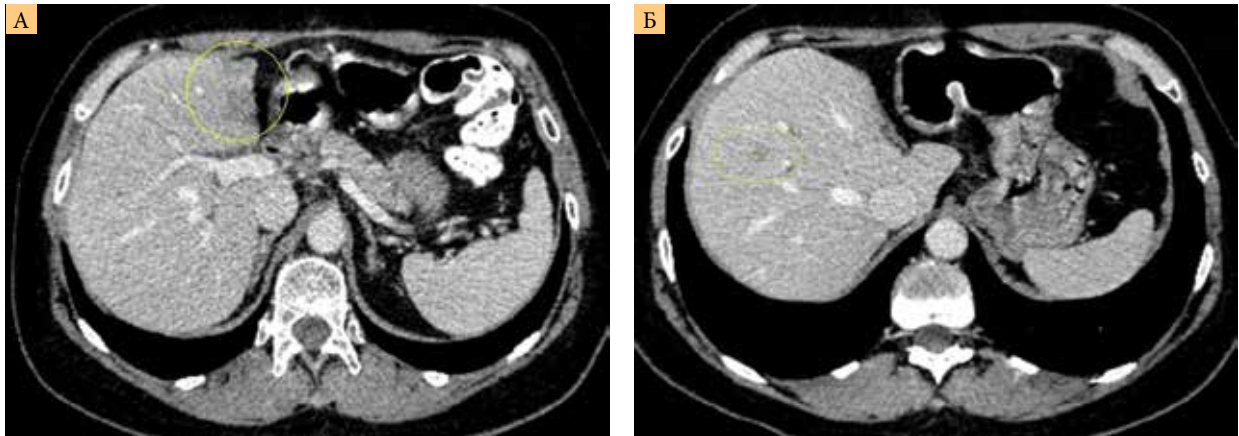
КТ: состояние после резекции печени (А – декабрь 2019 г., Б – ноябрь 2020 г., прогрессирование – появление метастазов в печени)
